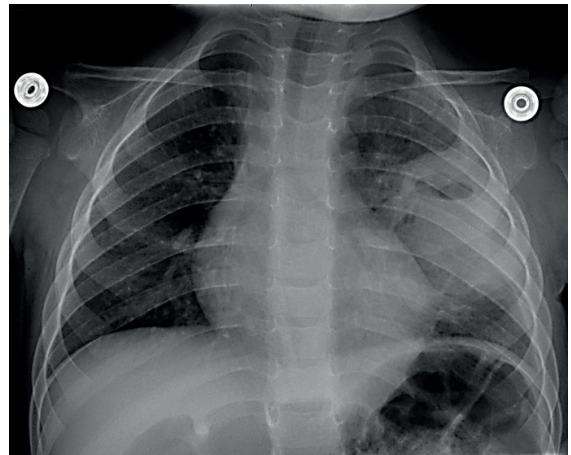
Radiografía de tórax (neumonía redonda izquierda con necrosis central)
